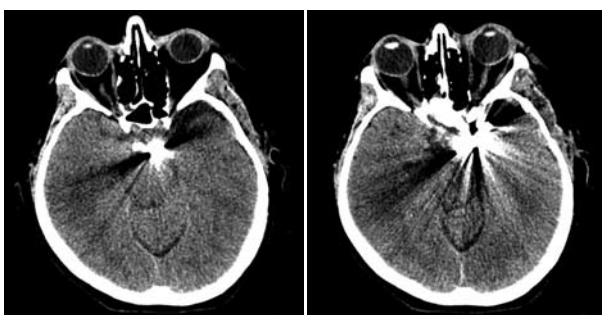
КТ головного мозку на 7-му добу після операції.
